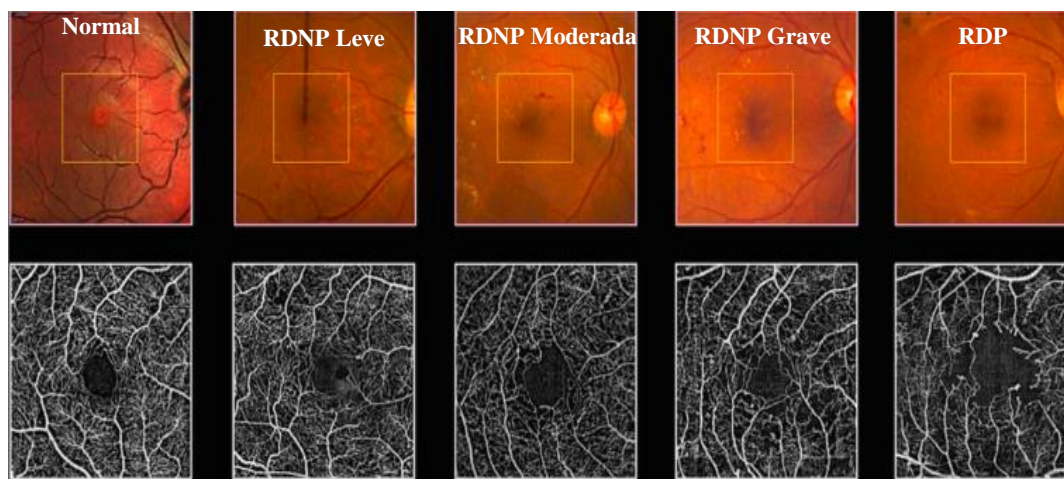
Em cima: evolução da RD em fotografia do fundo ocular. Em baixo: a mesma série de estádios da doença analisados por OCTA. Verifica-se uma progressiva redução da densidade vascular ao longo do curso da doença. Adaptado de Lee, J. & Rosen, R. *Optical Coherence Tomography Angiography in Diabetes. Curr. Diab. Rep.* 16, (2016)
